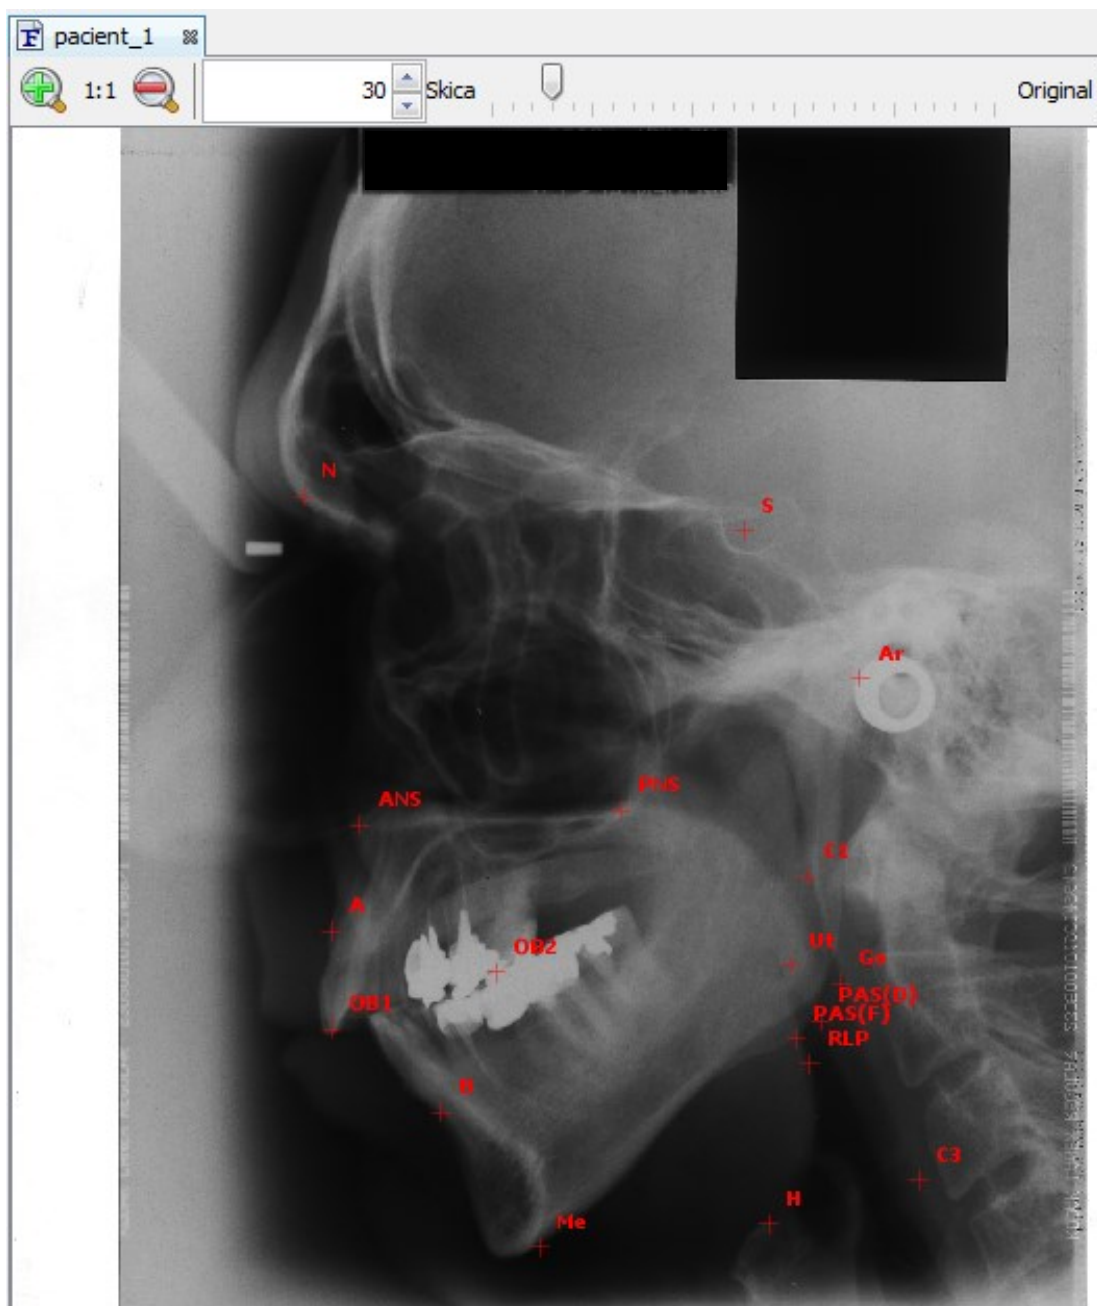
Nastavení hodnot vlčovacích bodů na RTG snímku pro přepočet reálné vzdálenosti
